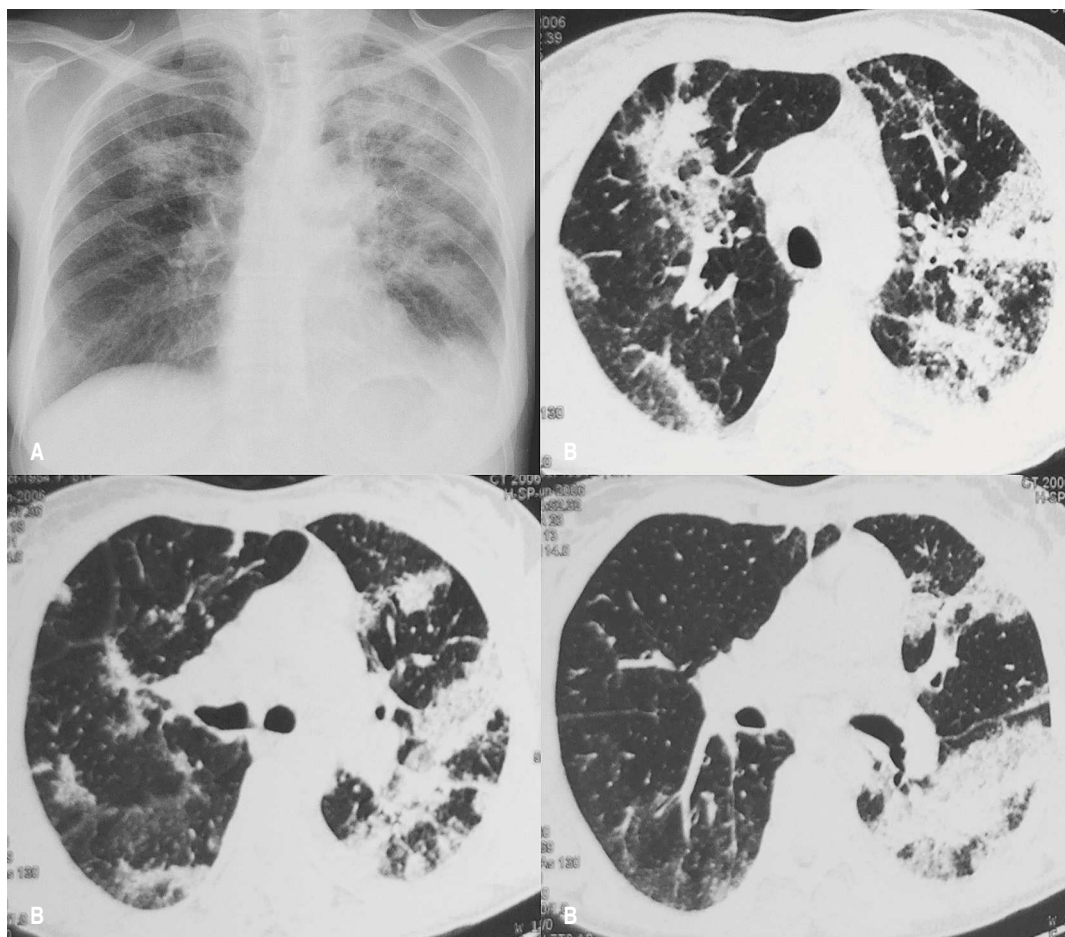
Pneumonia eosinofílica em doente com síndrome de Churg-Strauss – Rx tórax (A) e TC torácica (B)
